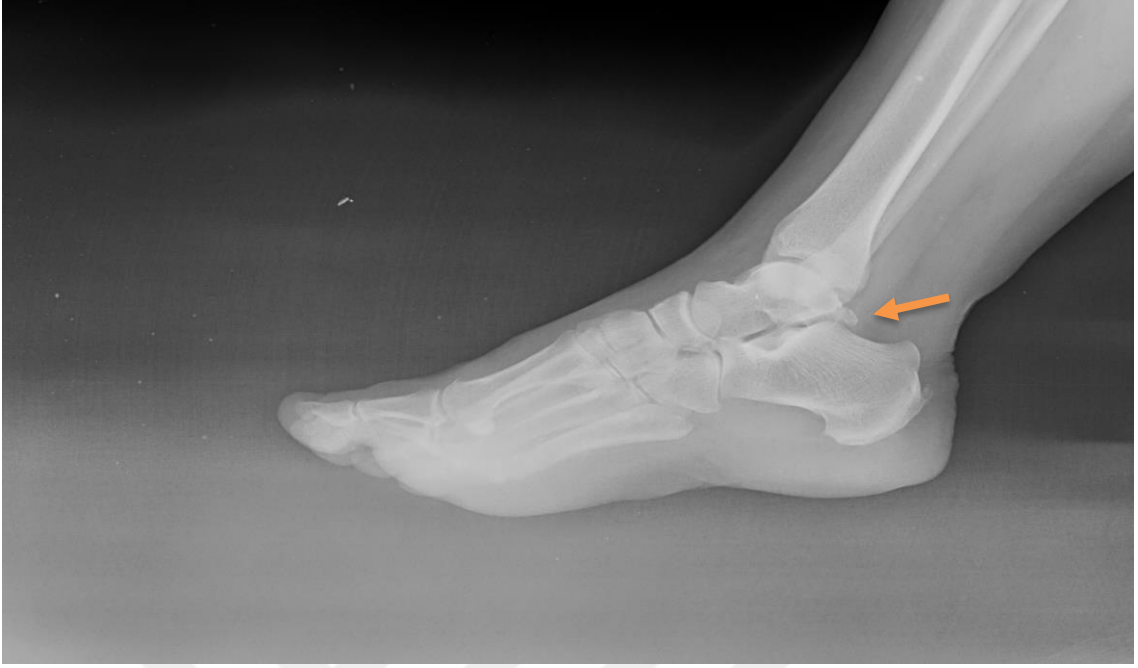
51 yaşında erkek hasta sol ayak radyografisinde os trigonum
